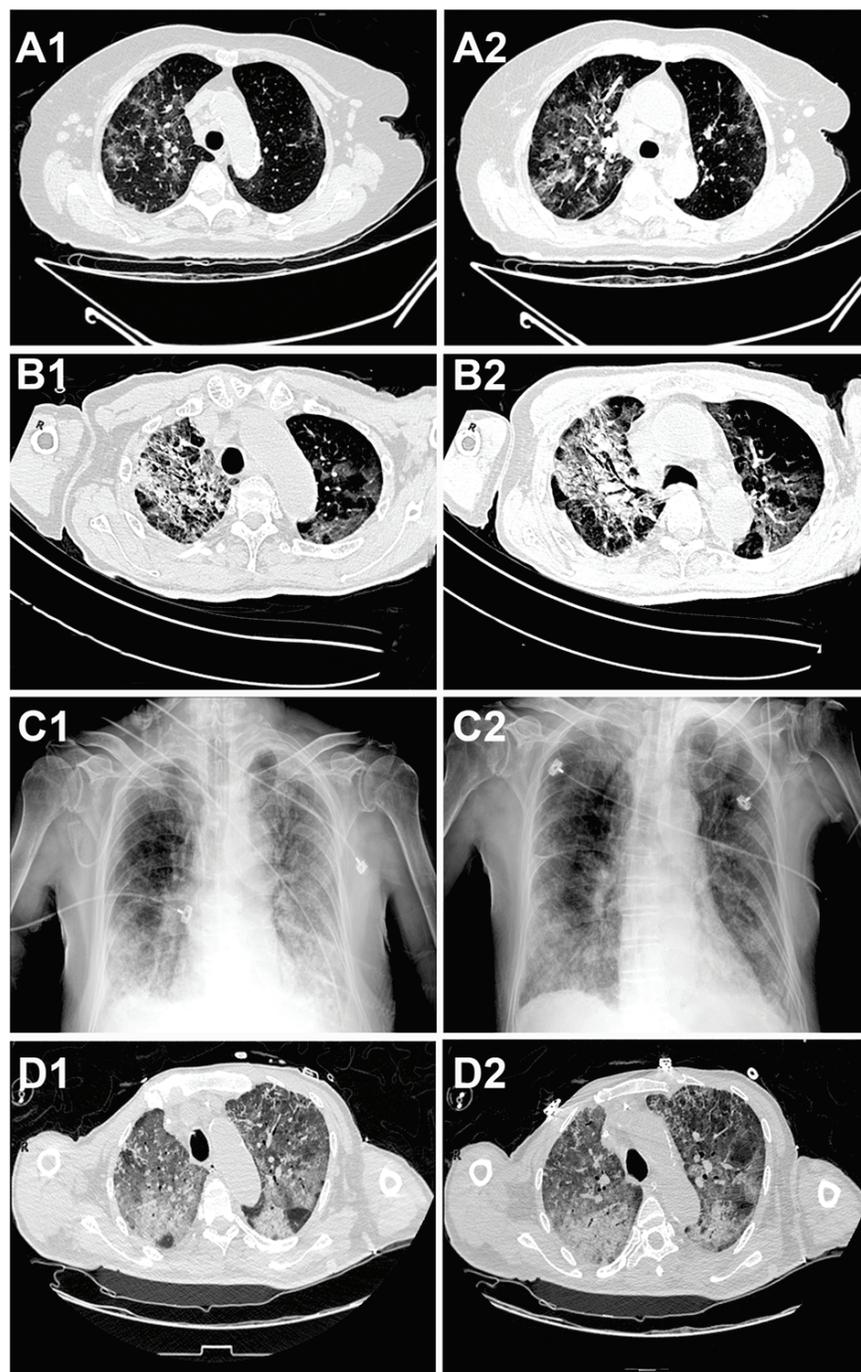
Изображения КТ грудной клетки и рентгеновских снимков у четырех пациентов. Для каждого пациента левое и правое изображения представляют собой более раннюю и более позднюю временную точку, соответственно.
